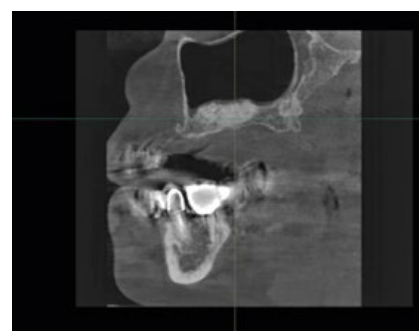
Программное обеспечение Ez3D-iV4.3.0 Vatech. Дентальная объемная томограмма. Определение плотности остеопластического материала при планировании имплантации через шесть месяцев после операции синус-лифтинга.
